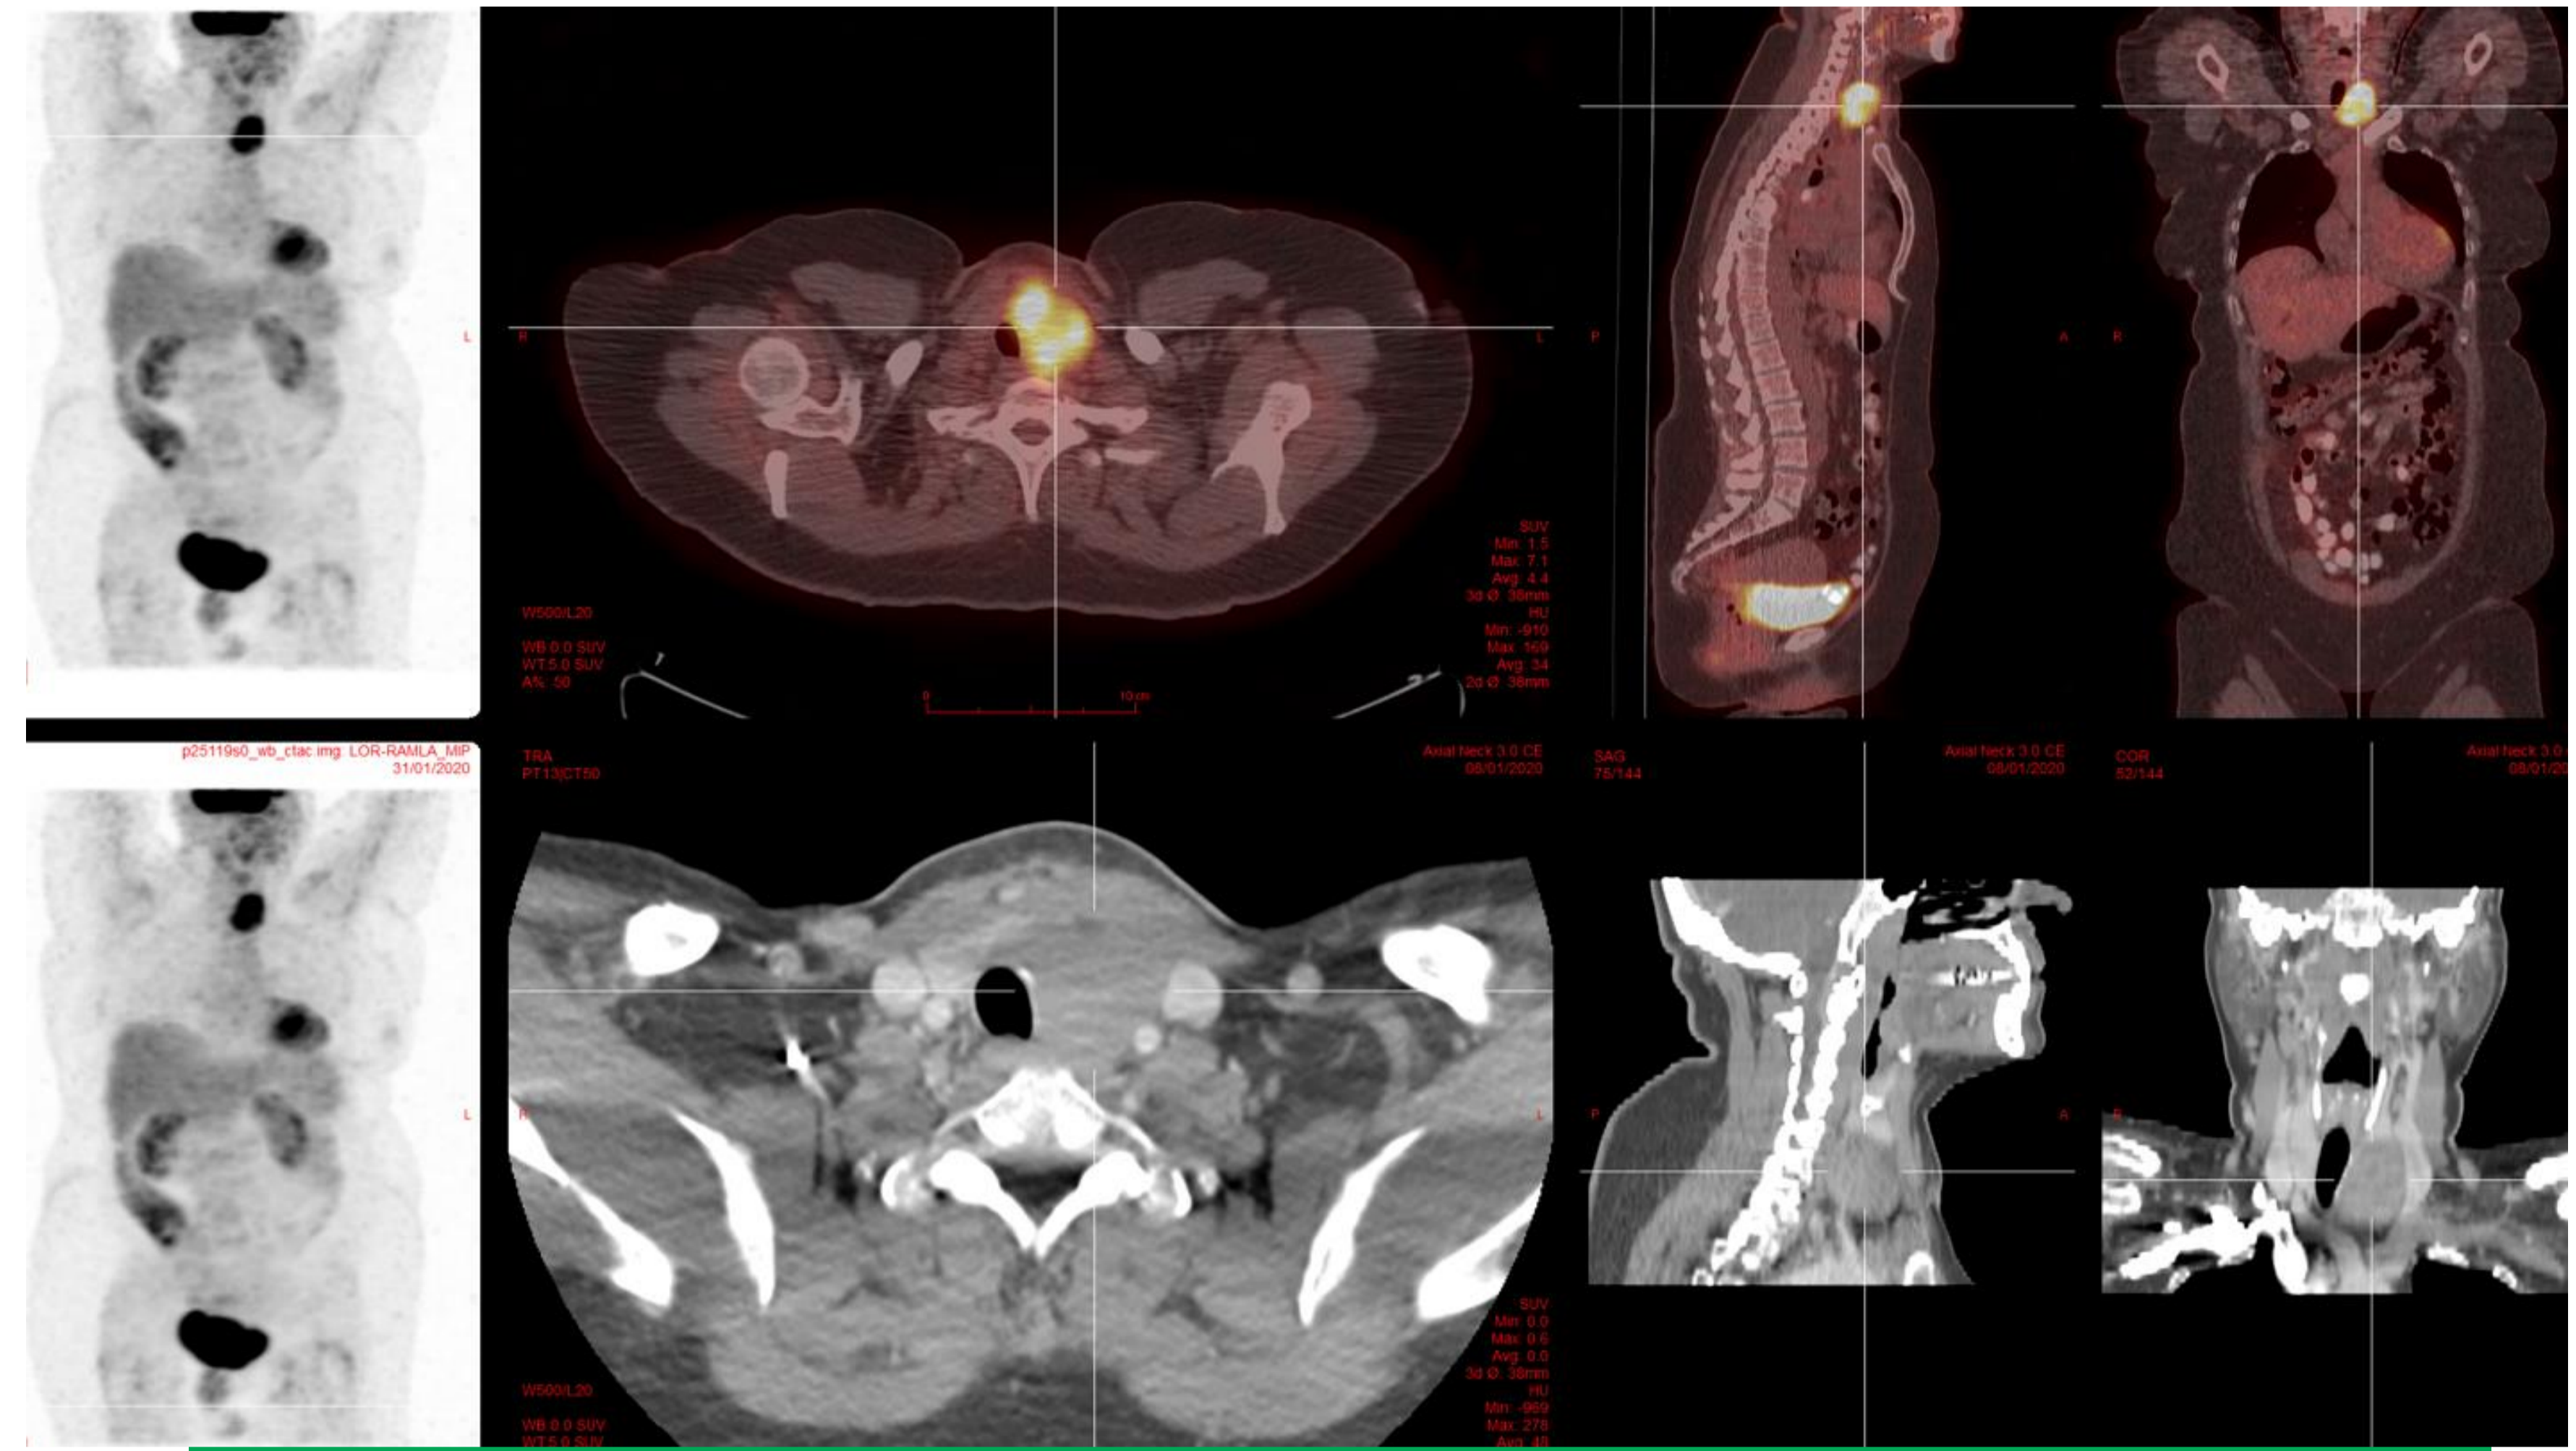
Images du cas clinique en TEP-TDM FDG (rangée supérieure) et en TDM cervicale C+ (rangée inférieure)
